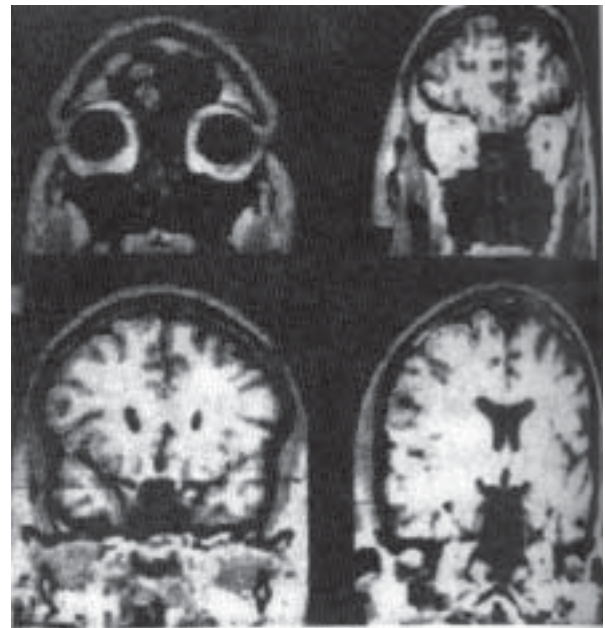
Ejemplos de delineación de los lóbulos frontales por RM, en un paciente con enfermedad del Alzheimer. Los cortes se realizan cada 5 mm y se miden con un intervalo de cada 5 cortes hasta un total entre 14 a 18 cortes. El corte más anterior debe elegirse entre uno en que se vea claramente gyri breve insulae. El más caudal debe incluir el primer corte donde se haga patente la comisura anterior. En el corte más posterior se delimita claramente una línea desde el fondo de la fisura lateral (sulcus ventral insular) las inmediaciones de la fisura coroidal con la finalidad de separar el lóbulo temporal del lóbulo frontal. El volumen de los ventrículos laterales también se mide y se subtrae del volumen del corte. El volumen de cada corte se multiplica por tres y luego se suman.
